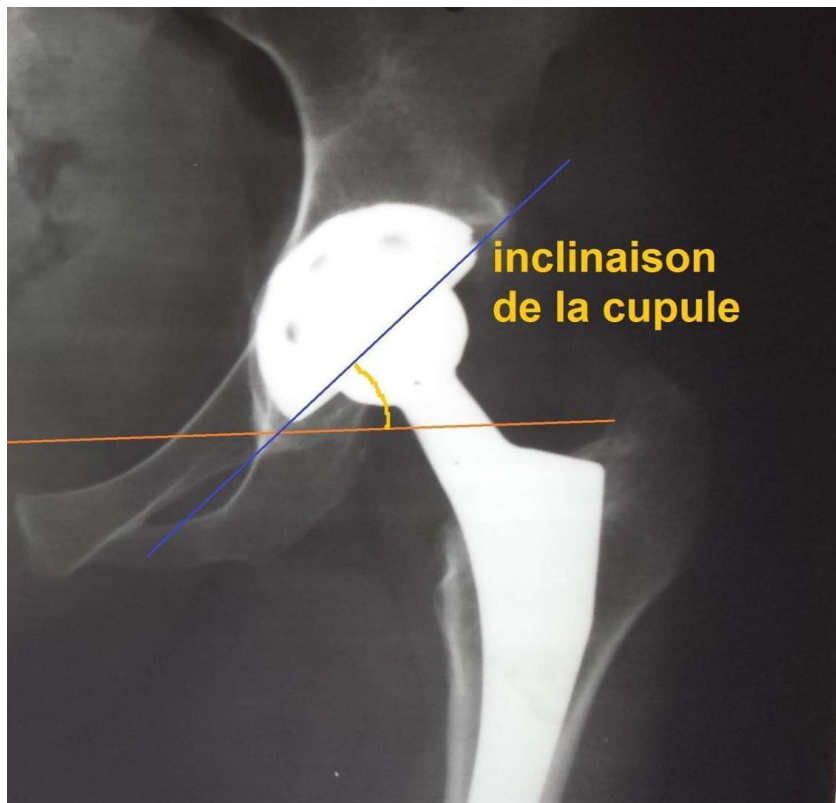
radiographie de la hanche gauche de face en postopératoire d'une PTH non cimentée avec une inclinaison acétabulaire de 40°
